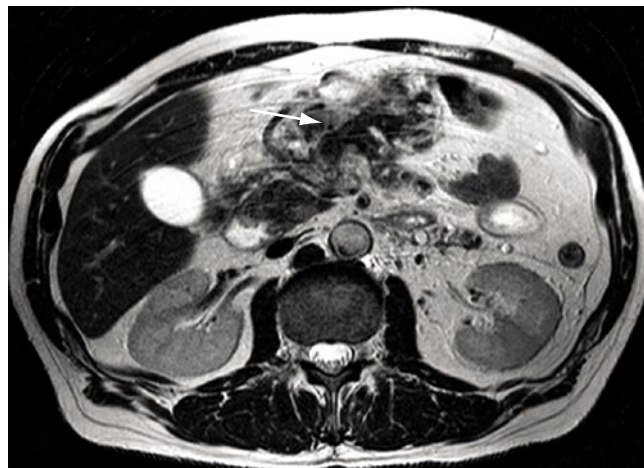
Секвестры жировой клетчатки. МРТ T2 ВИ. Определяются зоны гипоинтенсивного МР – сигнала (стрелка) соответствующего секвестрам жировой ткани
